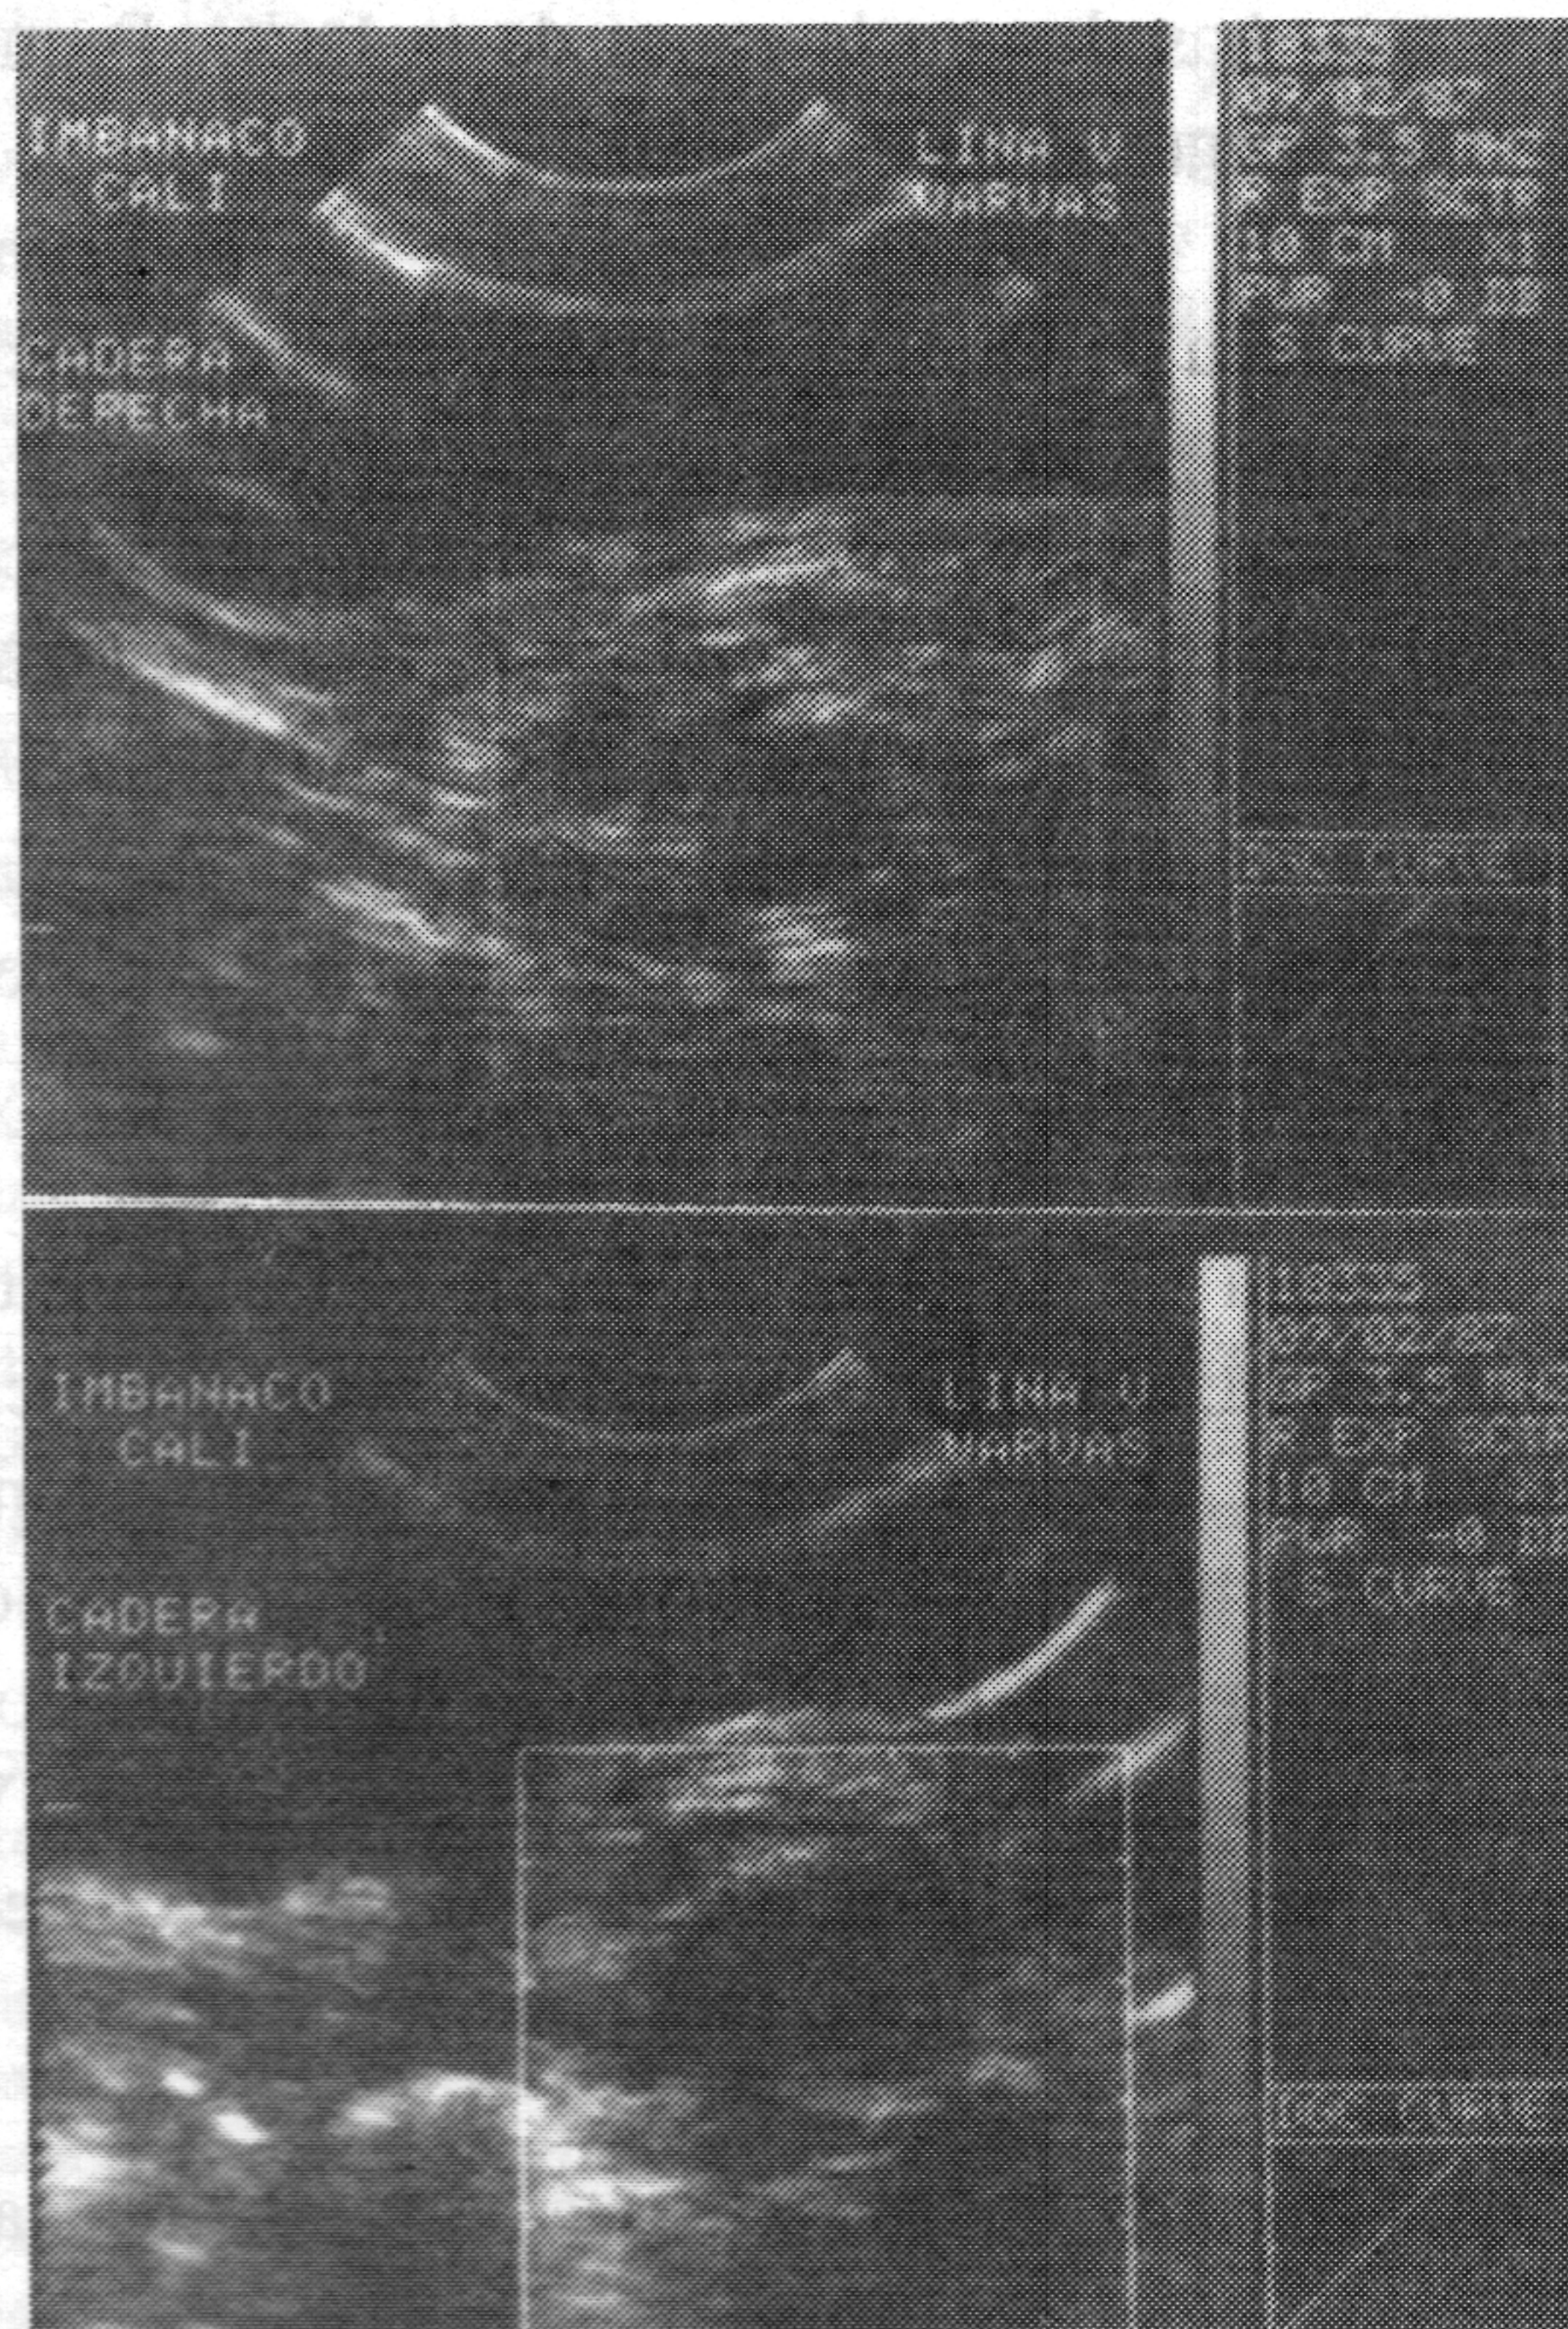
El ultrasonido es concluyente en esta misma niña, pues muestra ambos acetábulos vacíos.
